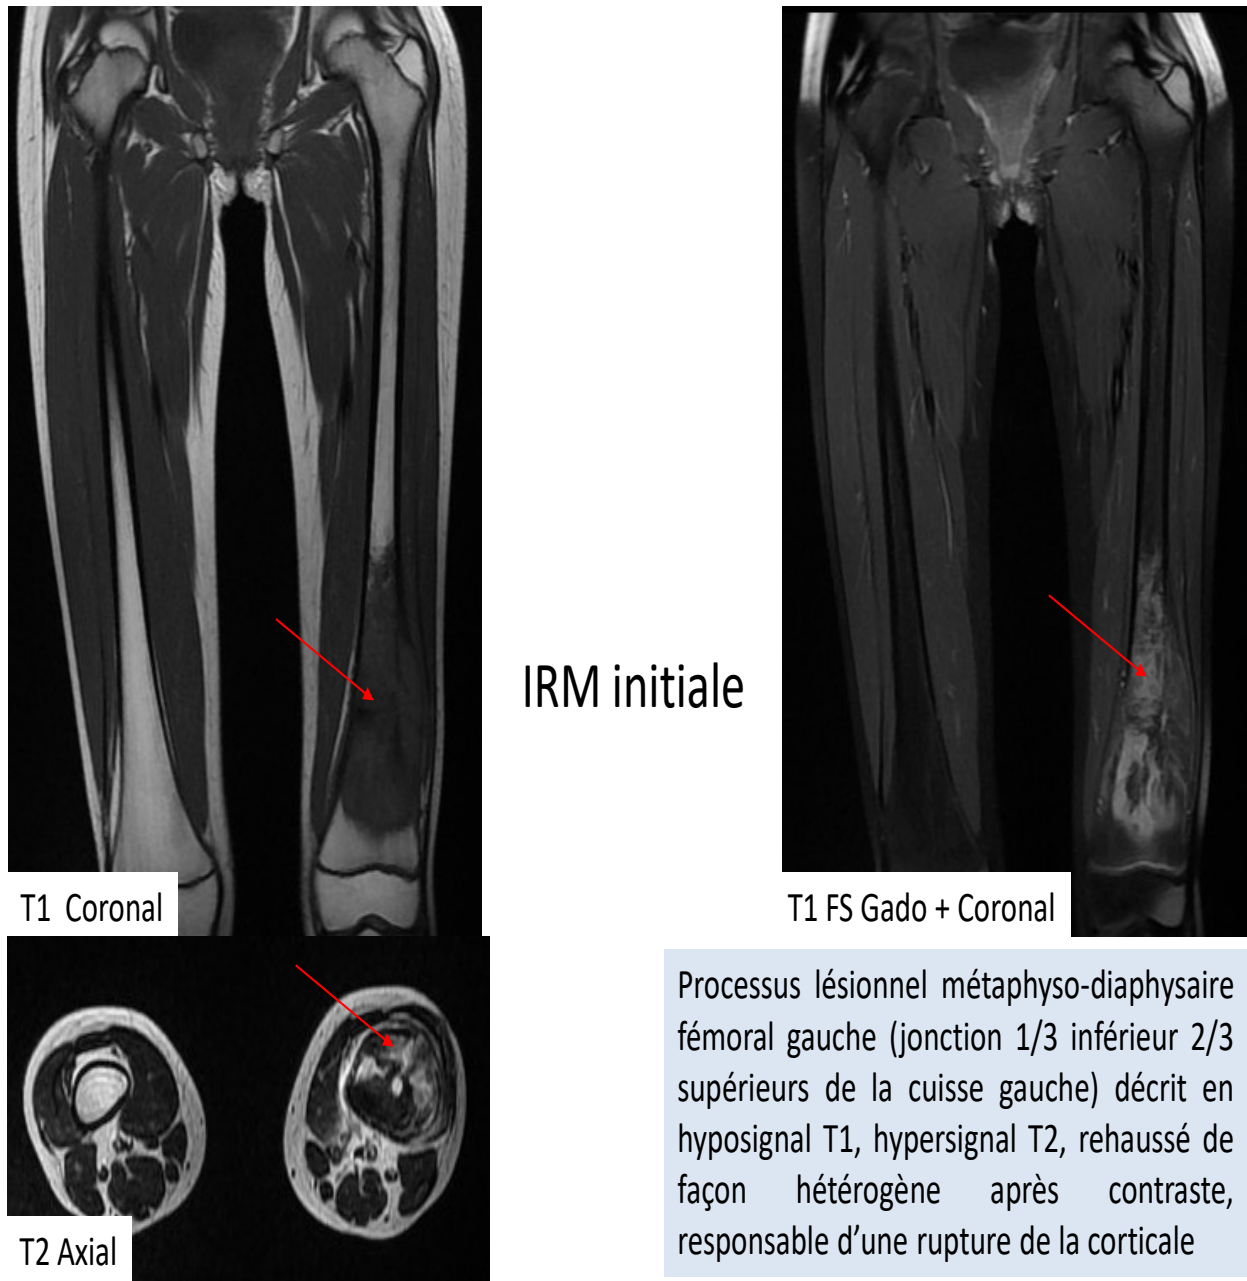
IRM illustrant un ostéosarcome métaphysodiaphysaire au niveau du tiers distal du fémur gauche chez une fille de 13 ans
